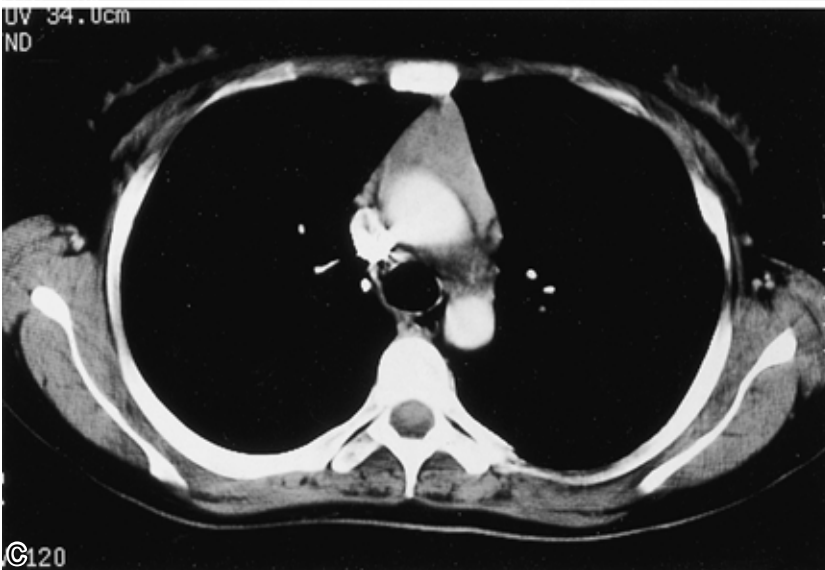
Chest CT on March 7 showing an anterior mediastinal mass shadow that is similar in size to the shadow seen in Fig. 1A.
